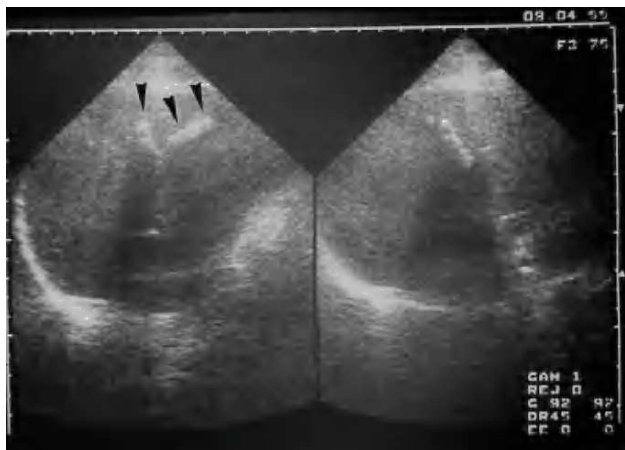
Ecografía abdominal. Litiasis intrahepáticas con disposición lineal (flechas).
